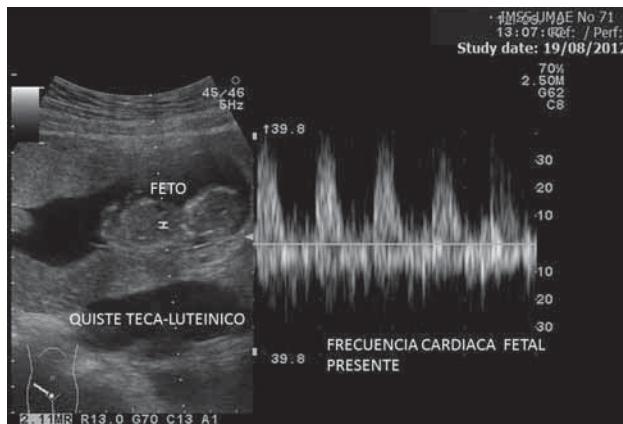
Ultrasonido que reporta feto de 14 semanas, con frecuencia cardiaca normal y quiste teca-luteínico.
